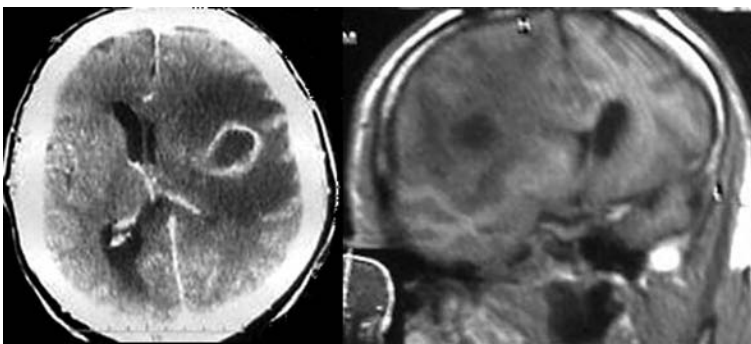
КТ, МРТ хворого Л. Вогнище ураження правої задньолобово-тім'яної ділянки з компресією навколишніх структур ГМ, значний перифокальний набряк, зміщення серединних структур у протилежний бік.
